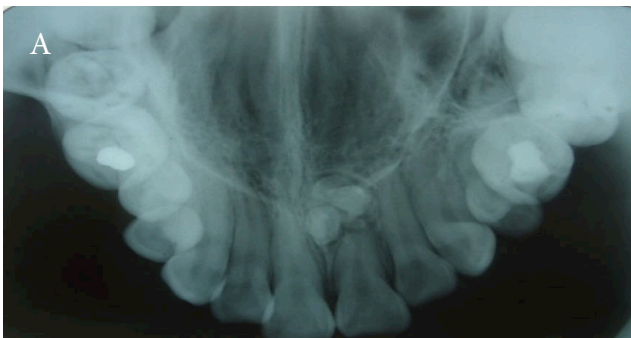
A. Radiografía oclusal, B. Radiografía periapical. Imágenes radiográficas con múltiples focos radiodensos en la región antero-superior
